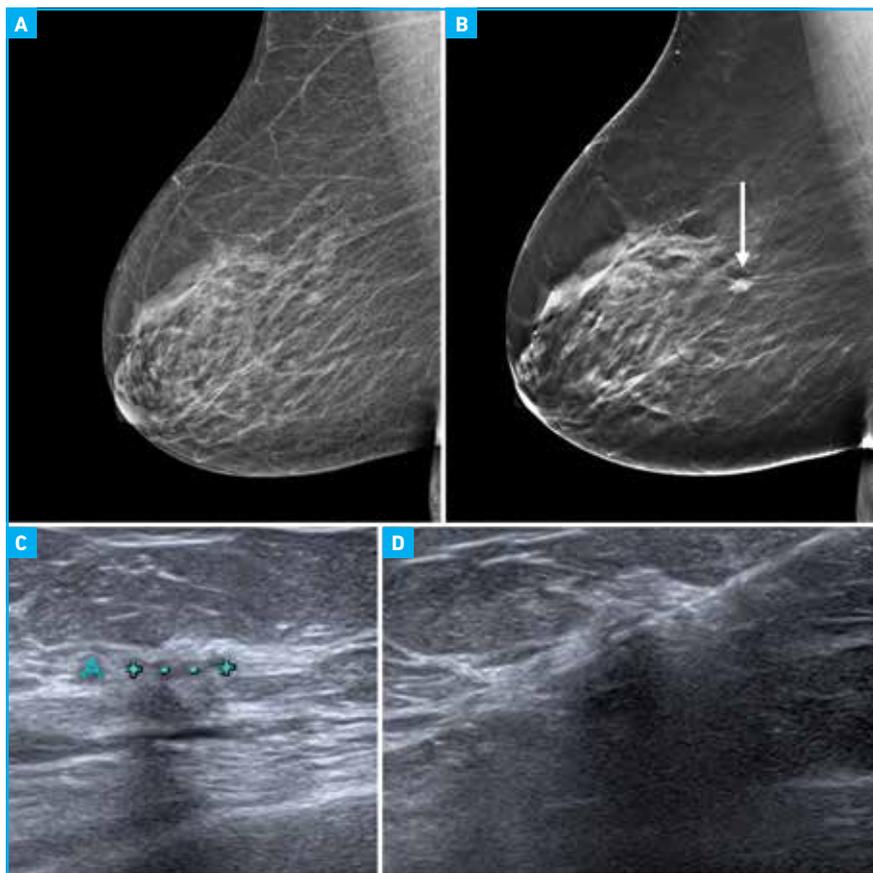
Exemple chez une femme à haut risque. A: cliché oblique externe droit; B: cliché de tomosynthèse montrant une opacité spiculée; C: échographie montrant la masse ACR5; D: microbiopsie sous échographie avec résultat final de CCI de grade 2.
